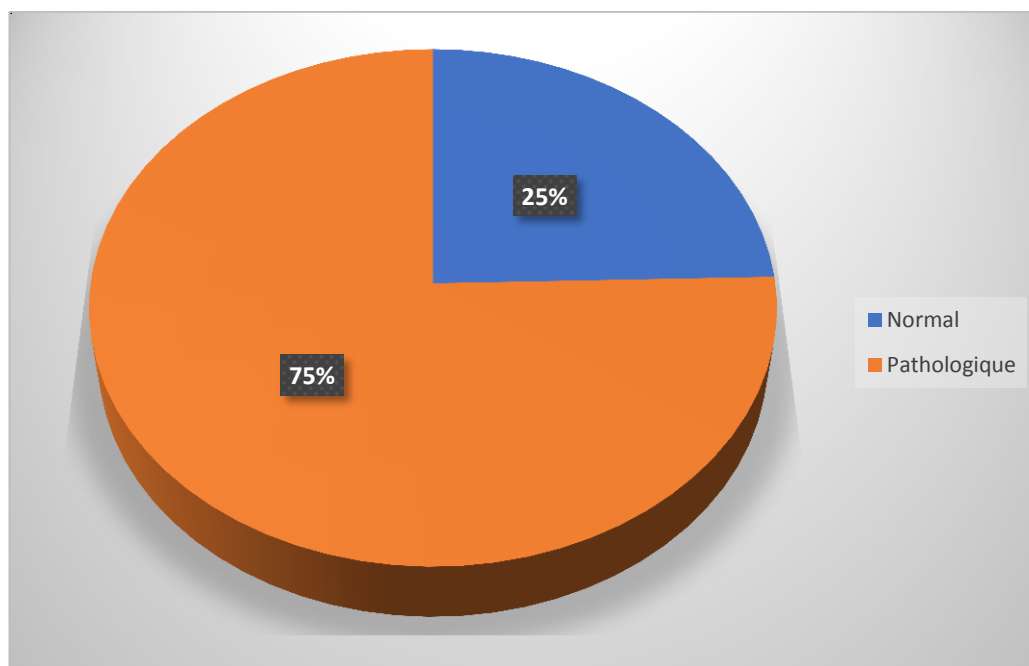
Répartition des patientes selon la conclusion globale de l'échographie
